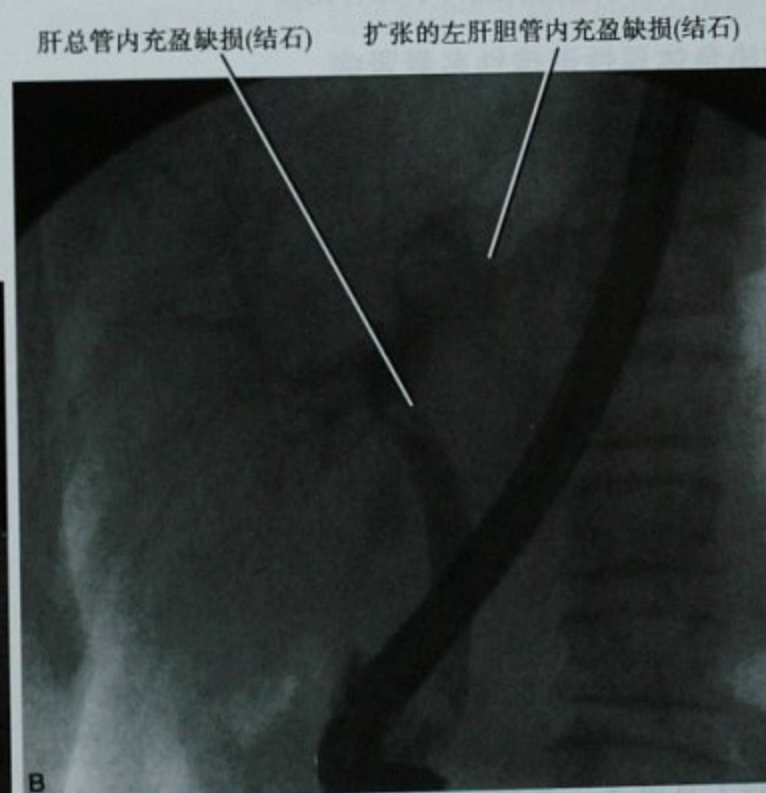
囊性纤维化, 肝脏超声(A)和 ERCP(B)显示左侧肝内胆管(A)和肝总管(B)多发结石
